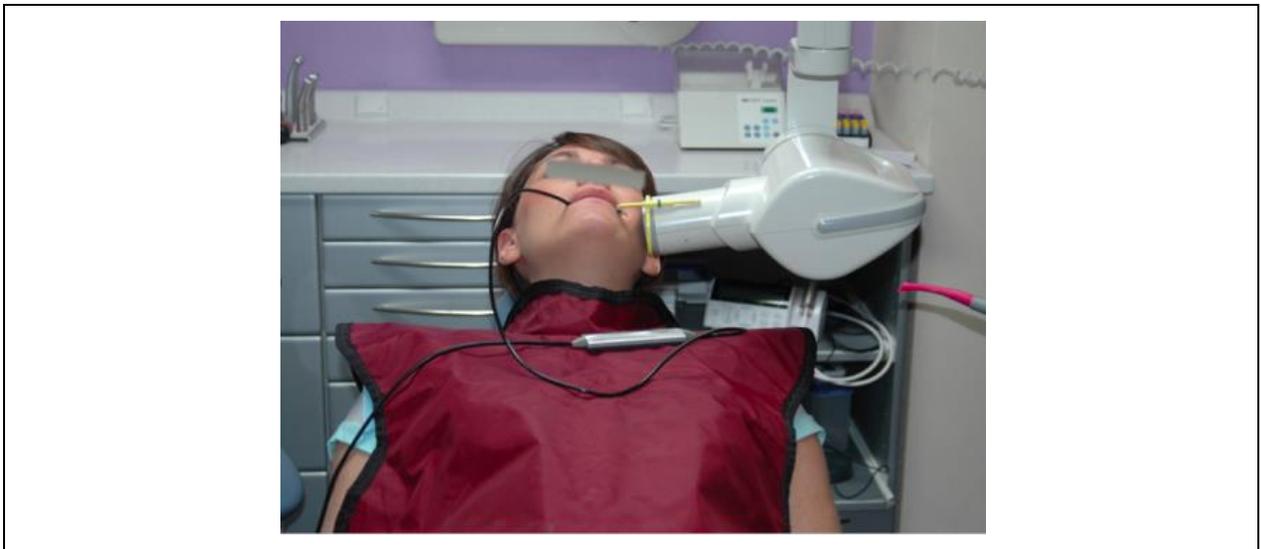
Utilisation d'un angulateur pour la réalisation d'une radiographie rétro-alvéolaire [34].
